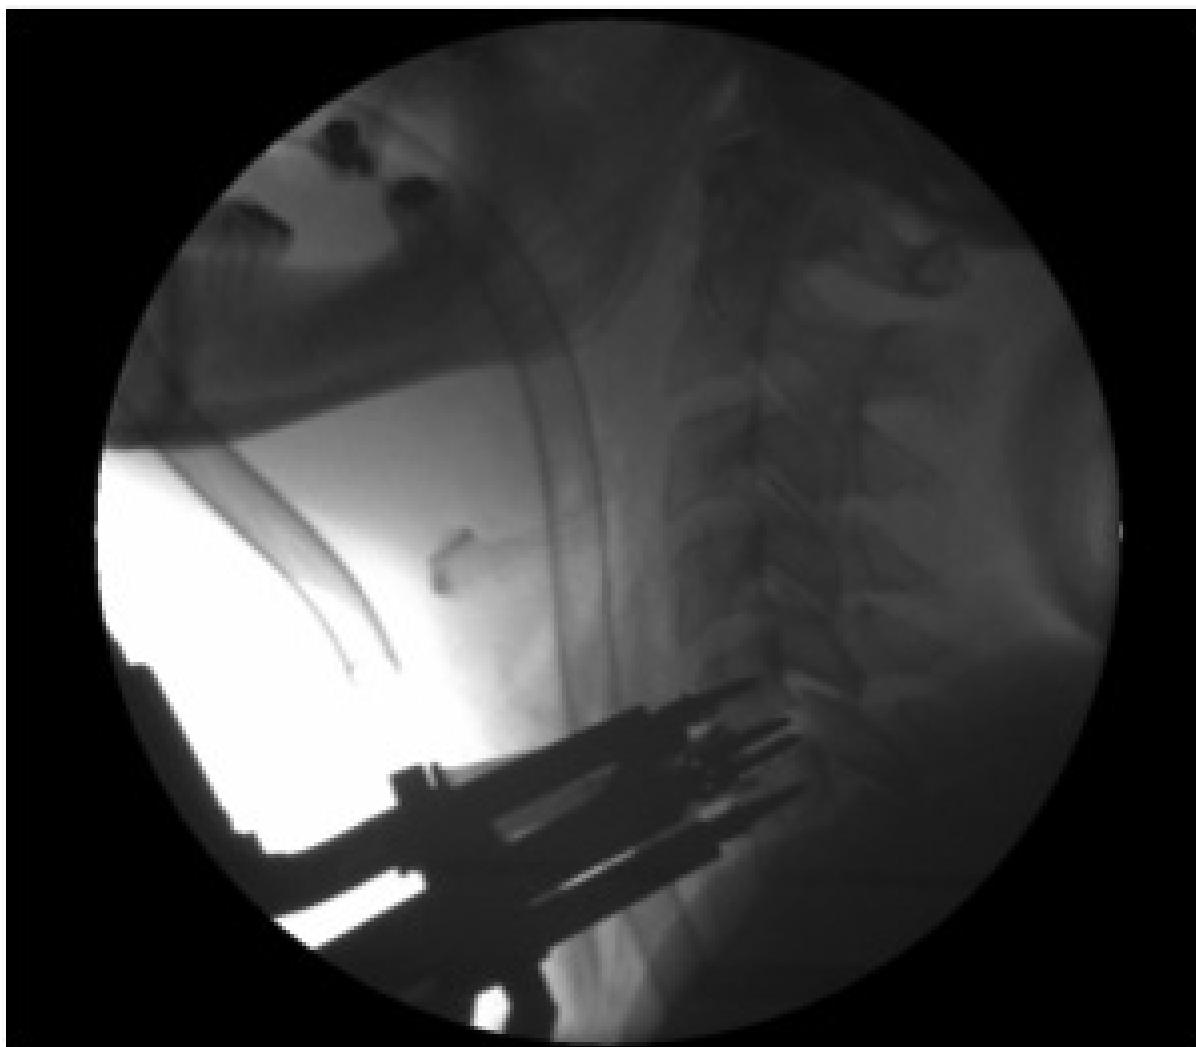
Intraoperacijska profilna RTG slika pravilno postavljenih čavala za distrakciju.
